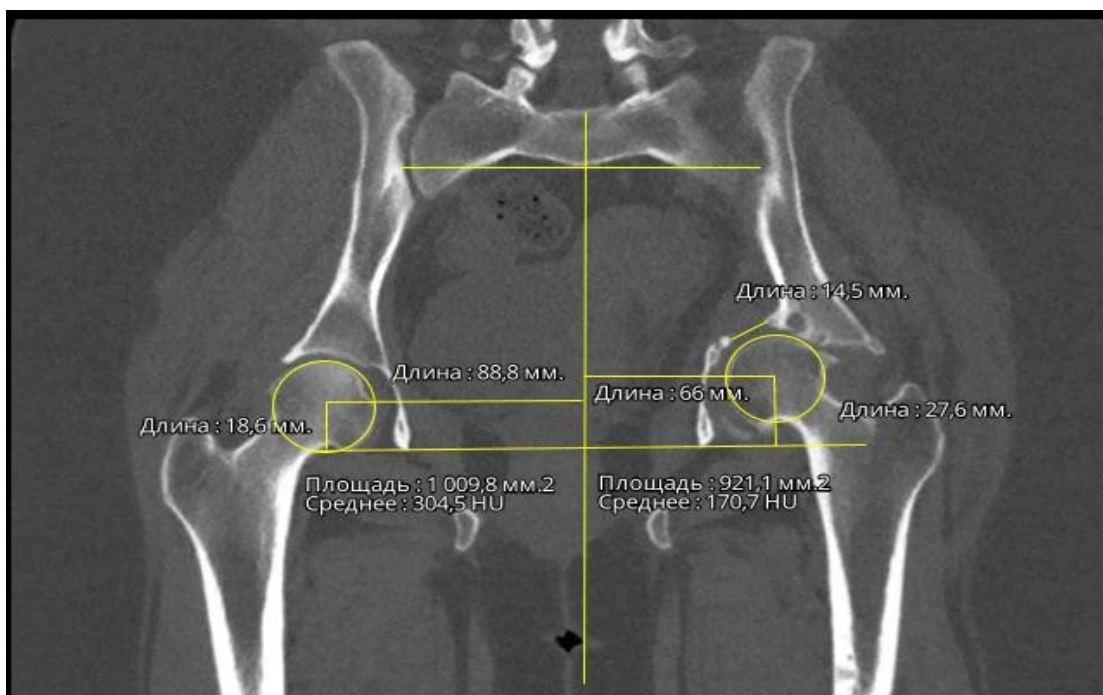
Оценка и расчет признаков на основании КТ.
